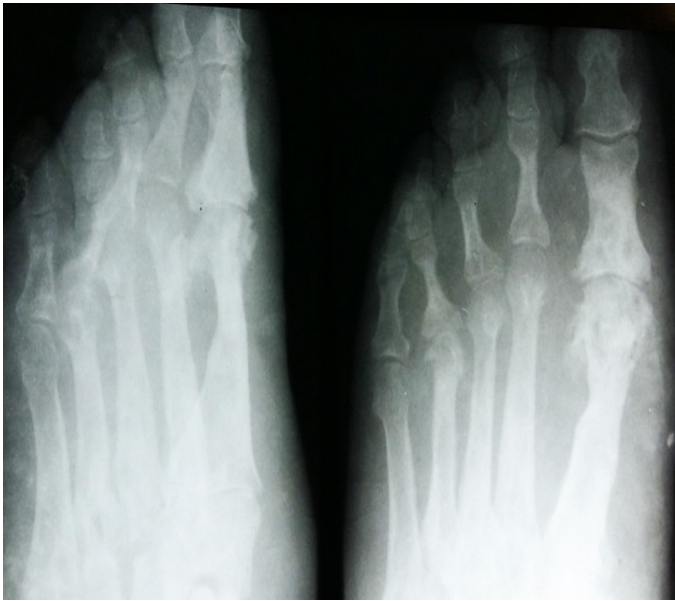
Radiografía del pie izquierdo tomada 10 años atrás.
